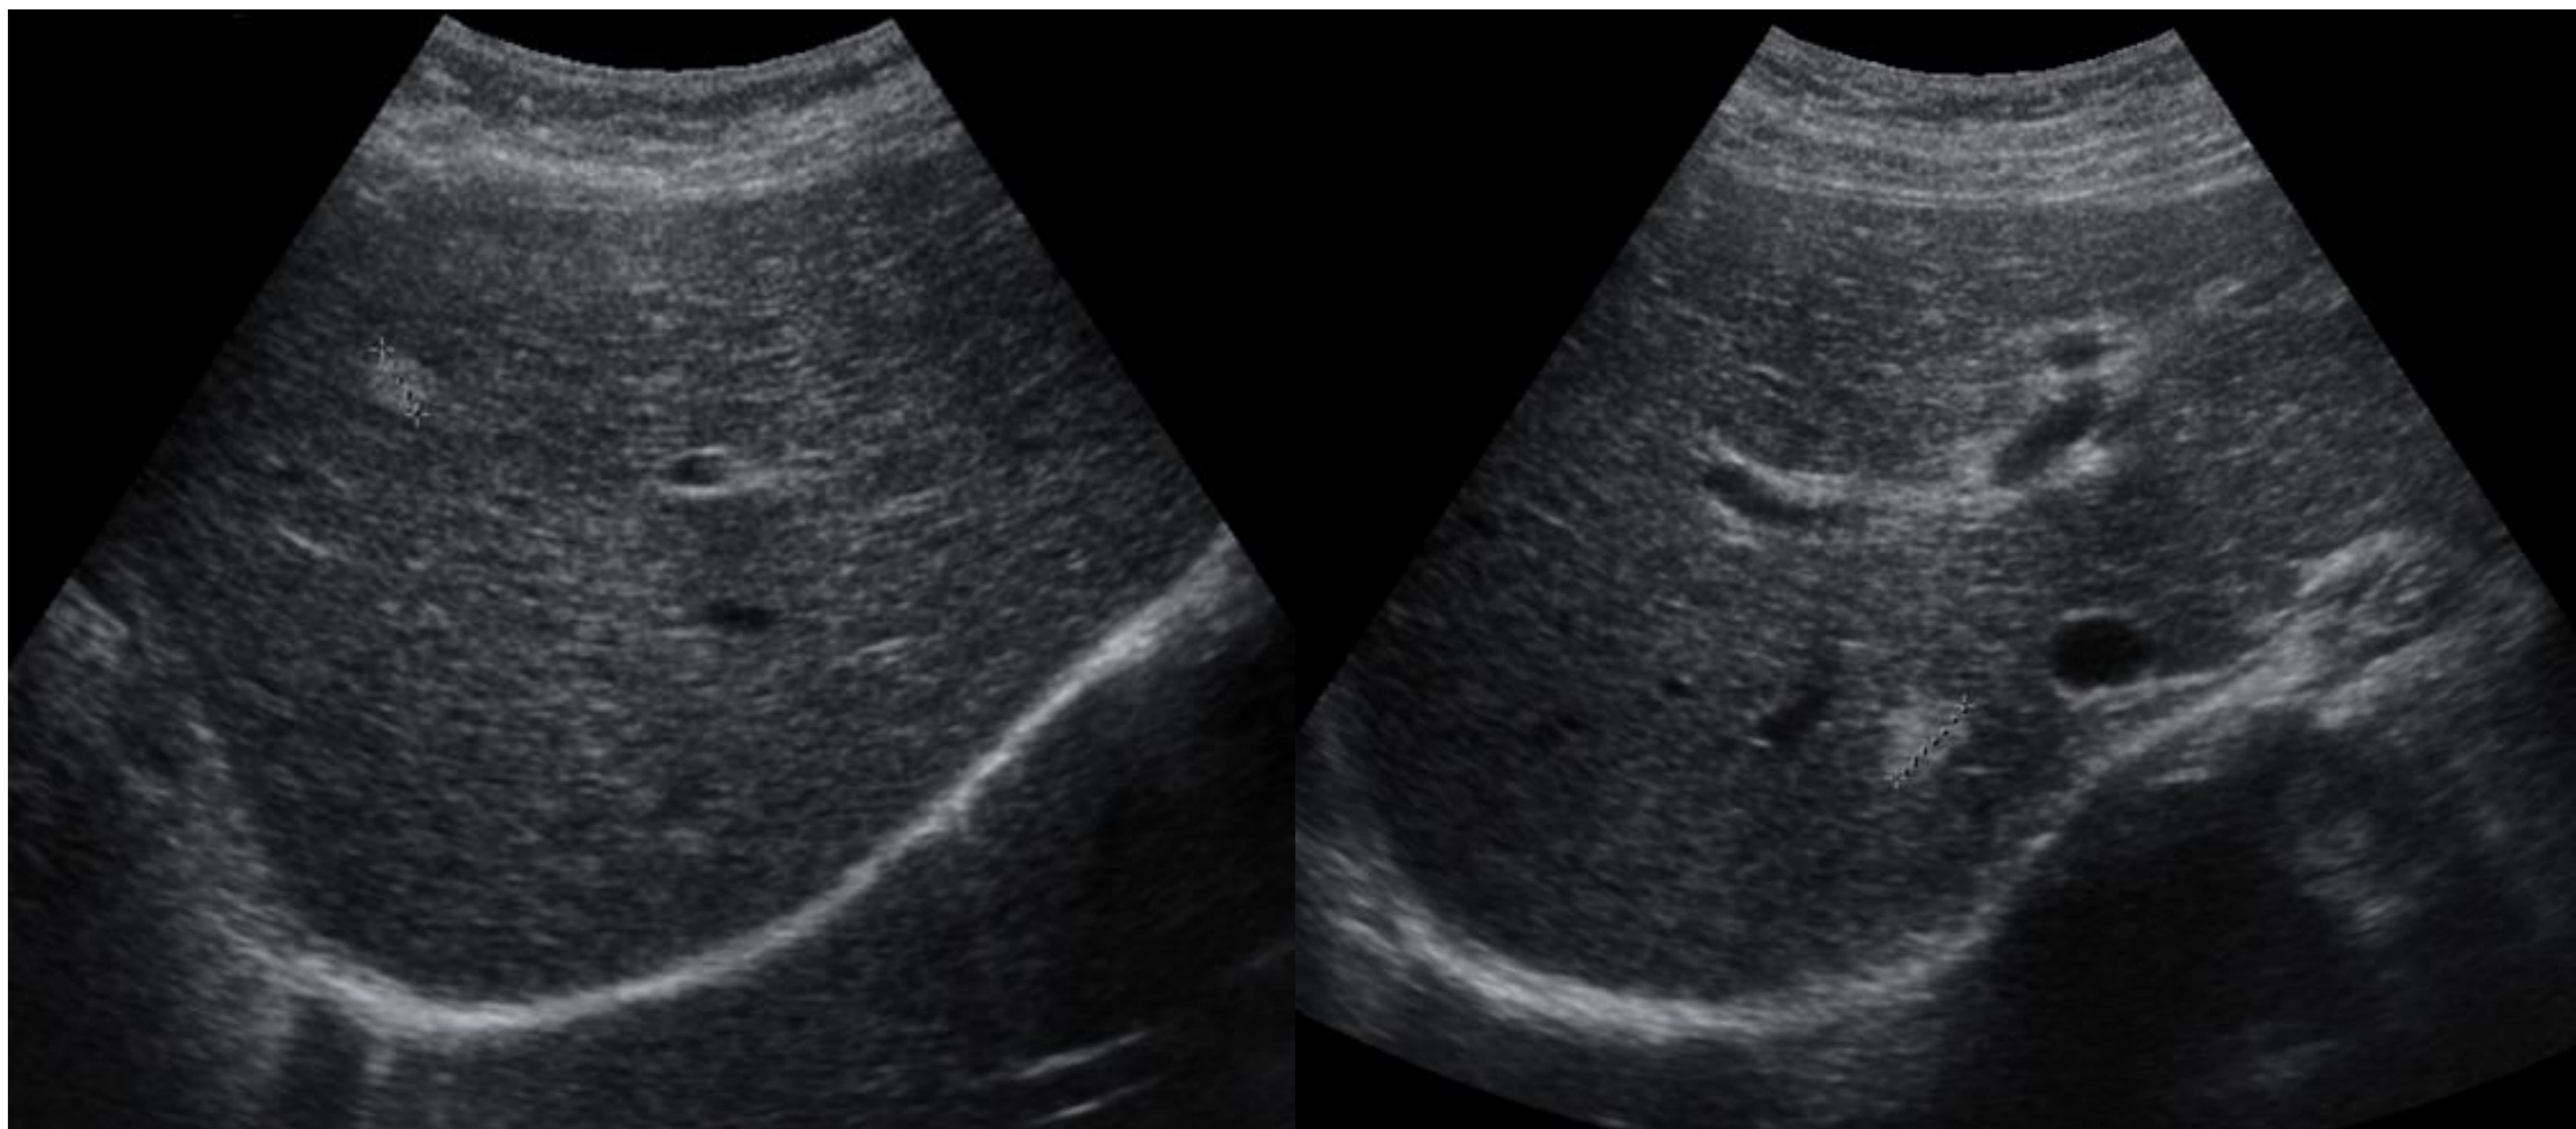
Imágenes de ecografía donde se visualizan en el LHD nódulos hiperecogénicos subcentimétricos en un paciente con HBM
